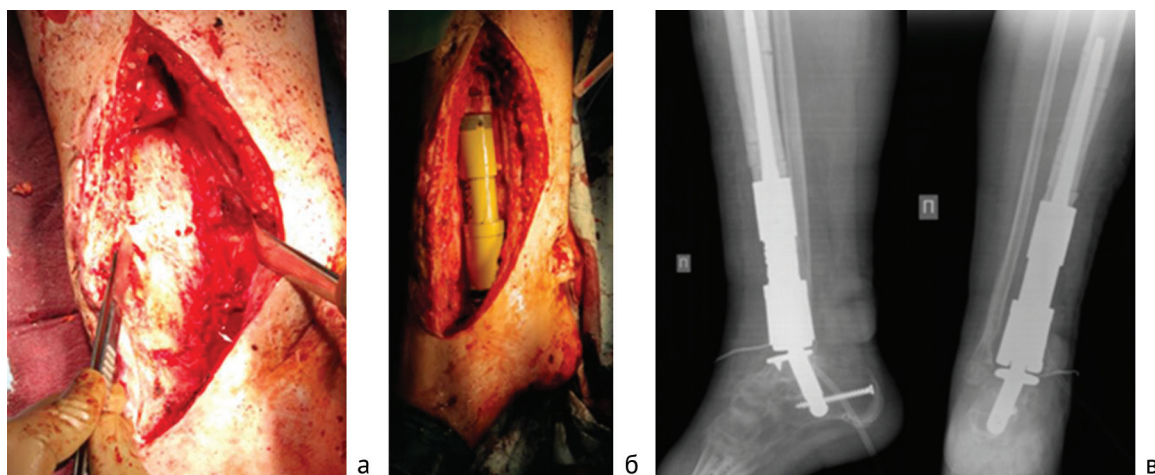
Интраоперационные фотографии и рентгенограммы: а — ложе спейсера представлено гипертрофизированной соединительнотканной мембраной, б — имплантированный эндопротез, в — рентгенограммы голени в двух проекциях
